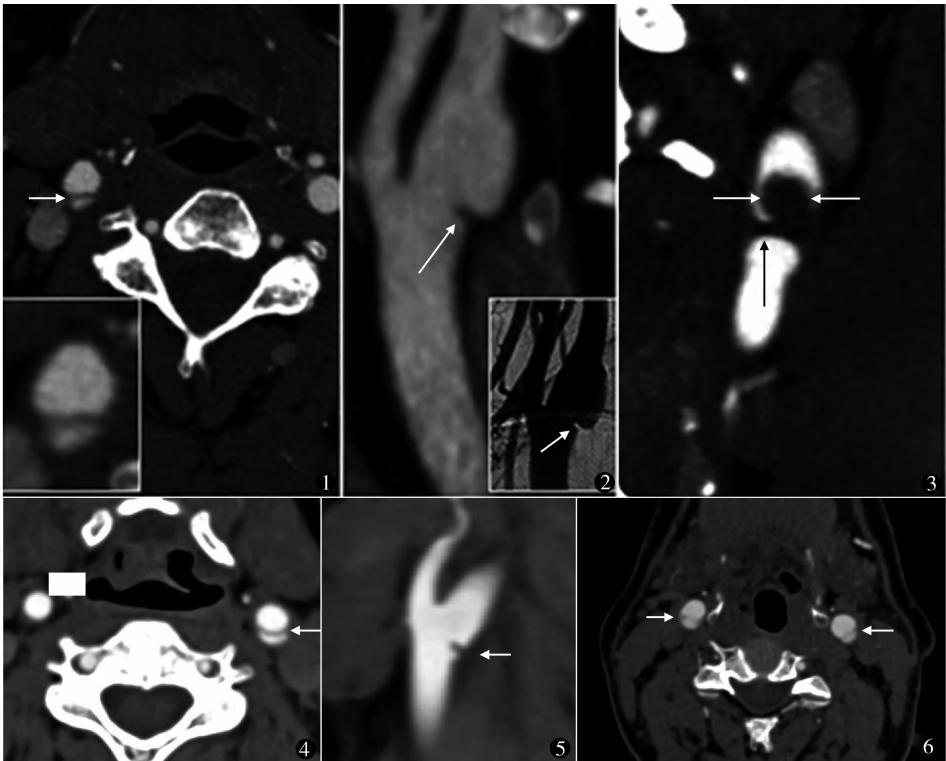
轴位可见右侧颈动脉腔内存在一薄膜样结构,将血管腔一分为二<sup>[4]</sup> 图 2 矢状位见颈动脉窦的后壁有一薄膜样的结构伸向血管腔,小图为数字减影血管造影图像,同位置存在一膜样充盈缺损<sup>[4]</sup> 图 3 颈动脉粥样硬化(黑色箭头)上可见血栓附着(白色箭头)<sup>[4]</sup> 图 4,5 59 岁女性,因一过性头晕就诊神经内科,CTA 轴位片见左侧颈动脉窦的后壁有一膜样结构突向管腔,将动脉腔一分为二,矢状位示该结构起源于颈动脉窦后壁,呈膜样结构向血管腔内延伸,未合并卒中 图 6 41 岁男性,因胸部手术行头颈部 CTA,未合并卒中,CTA 轴位片可见双侧颈动脉腔内存在膜样结构的动脉粥样硬化
